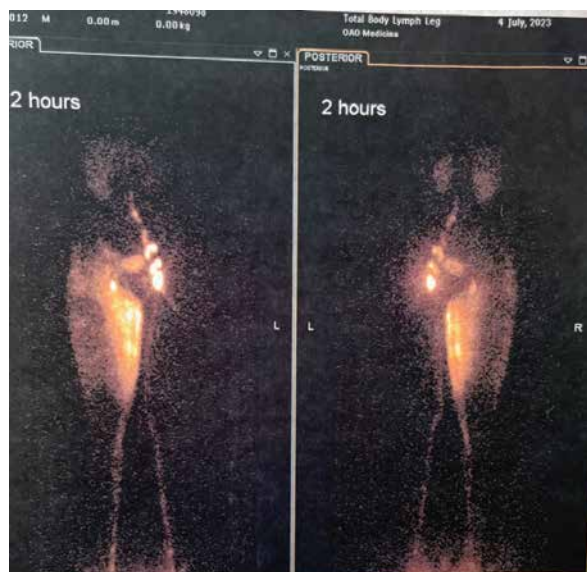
Лимфосцинтиграфия у ребенка 11 лет с вторичной лимфедемой правой нижней конечности
